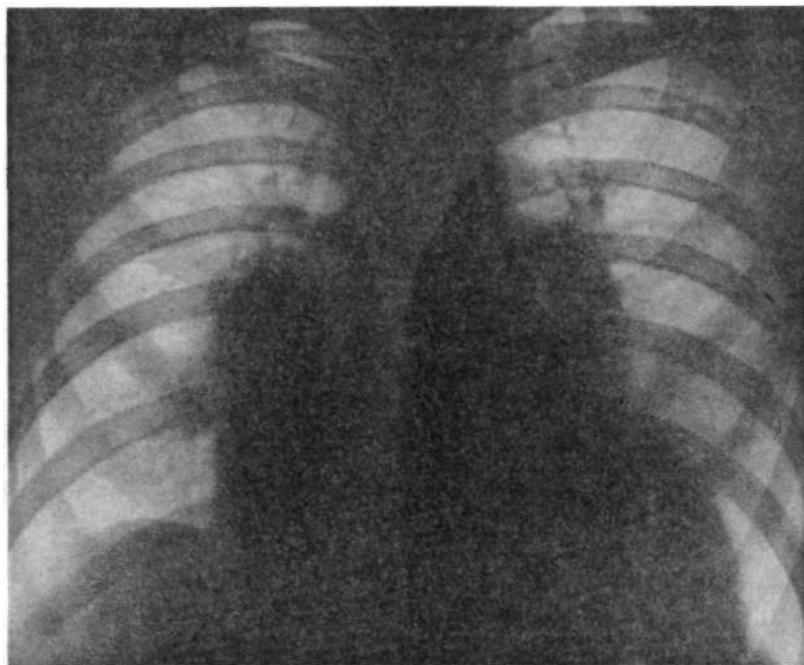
Рентгенограмма больного с. И., 42 лет. Недостаточность аортального клапана.
